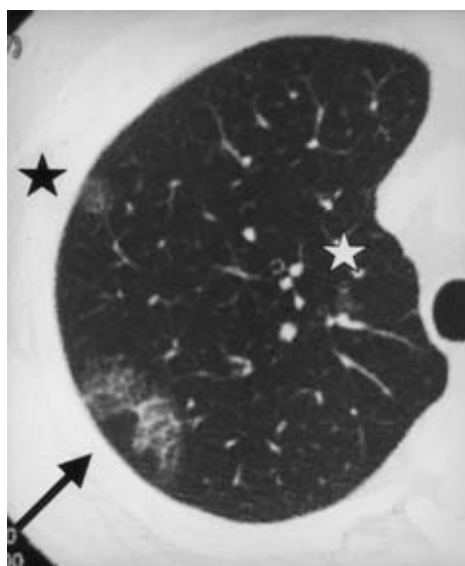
Chest CT (2mm collimation) performed 3 months after admission. HRCT detected 3 foci of localized ground glass opacity (arrow, black asterisk and white asterisk). The lesion shown by an arrow revealed a crazy-paving appearance and unaffected secondary lobule.
